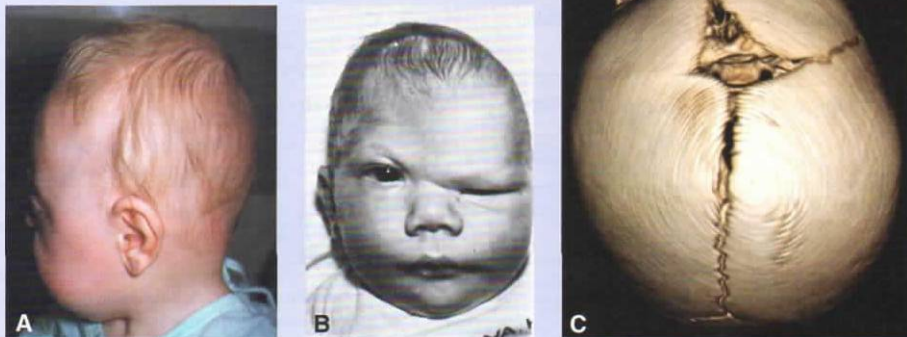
Craneosinostosis que afectan las suturas coronales. A. Niño con braquicefalia causada por el cierre precoz de las suturas coronales. Obsérvese la forma alta del cráneo, con las regiones frontal y occipital aplanadas. B. Niño con plagiocefalia causada por el cierre precoz de la sutura coronal en un lado del cráneo. C. TC del cráneo, que muestra la plagiocefalia que resulta del cierre prematuro de la sutura coronal en uno de los lados del cráneo.
